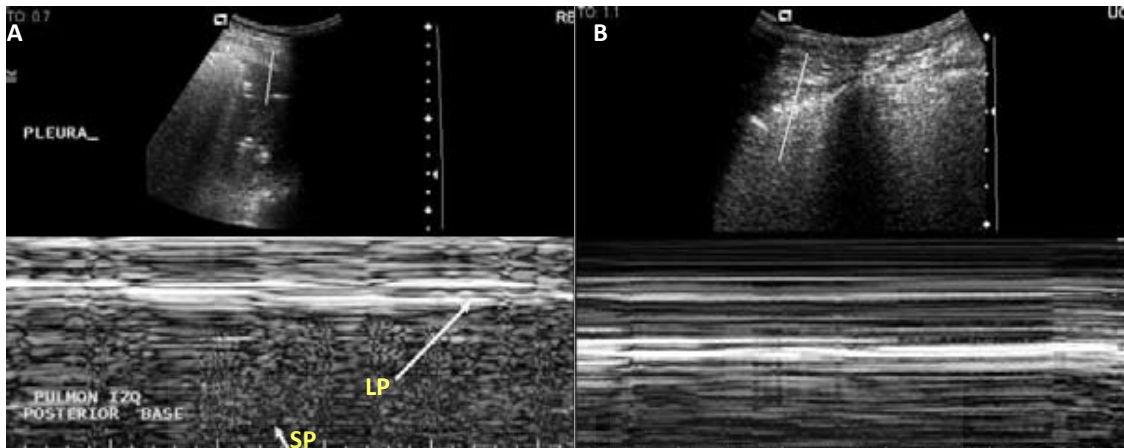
Ecografías pulmonares en modo M. A) En condiciones normales se observa la línea pleural (LP) y signo de la playa (SP). B) En presencia de neumotórax se aprecian exclusivamente líneas horizontales (signo de la estratosfera del código de barras). No se ve la línea pleural y ni el signo de la playa.
